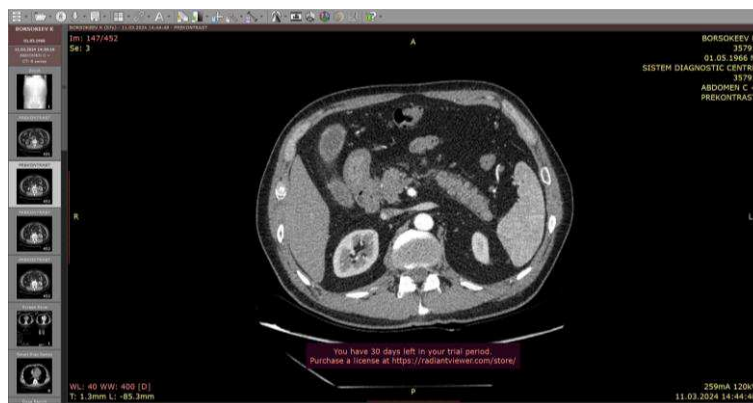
КТ снимок панкреато-дуоденальной зоны (до операции).
